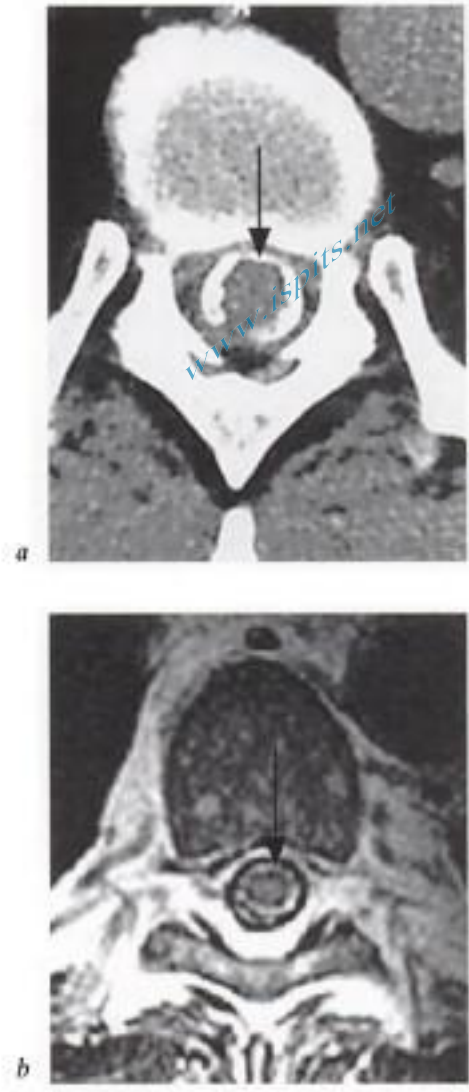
Arachnoïdite séquellaire. Coupes axiales a) en TDM et b) IRM en pondération T2. En thoracique inférieur, une calcification méningée cerclant la moelle épinière est mise en évidence en TDM (flèche en a). En IRM, la composante calcique de l'arachnoïdite est totalement ignorée (flèche en b).
